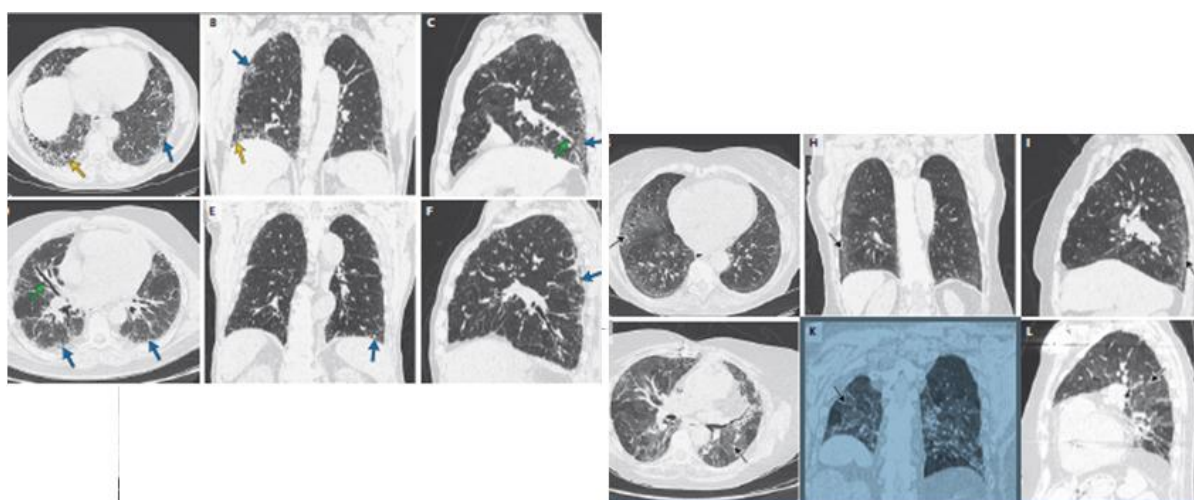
Imágenes de TC de tórax [3]
